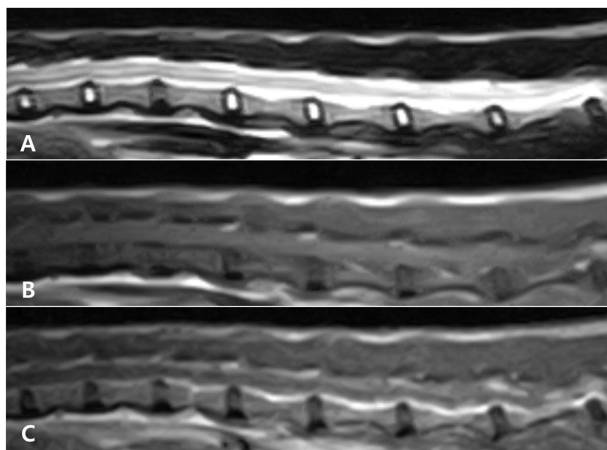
Magnetic resonance imaging results show lumbar spinal cord lesion. On sagittal T2-weighted image, hyperintense lesion is detected in the parenchyma of lumbar spinal cord (A). Isointense lesion is seen on T1-weighted image (B) at the same level as panel A. On postcontrast T1-weighted image, adjacent meninges are thickened and enhanced (C).
